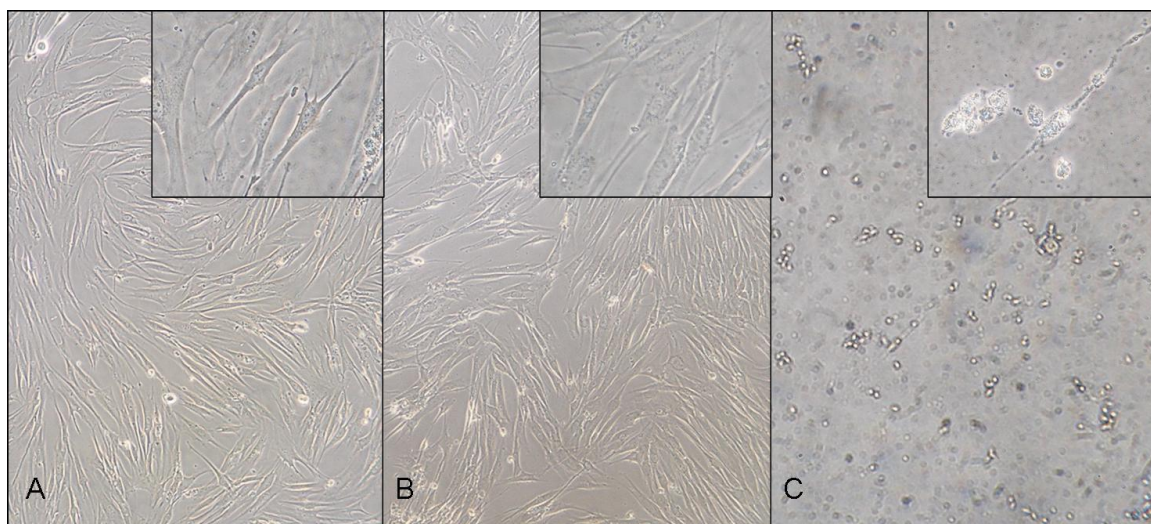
Keratinociti pod invertnim svetlobnim mikroskopom po 24h v kontroli (A), pri 0,5 mg/ml TK2 (B) in 2 mg/ml TK2 (C) pod 20x povečavo. V pripadajočem zgornjem desnem kotu so 40x povečave. Puščica prikazuje celico, ki se je zaoblila in ima zmanjšano število stikov s sosednjimi celicami.
